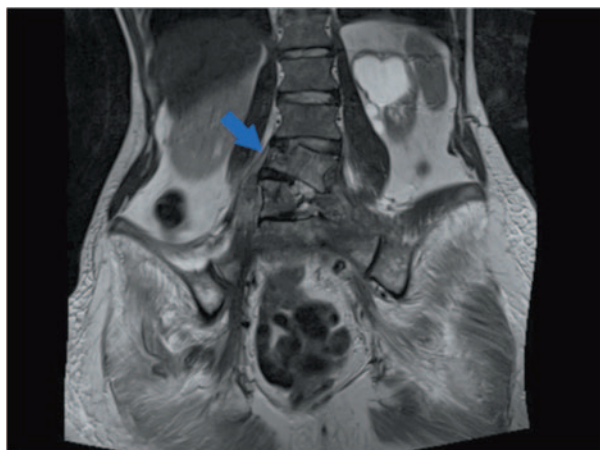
МРТ органов малого таза: а – до начала иммунотерапии; б – на фоне 18 введений.
